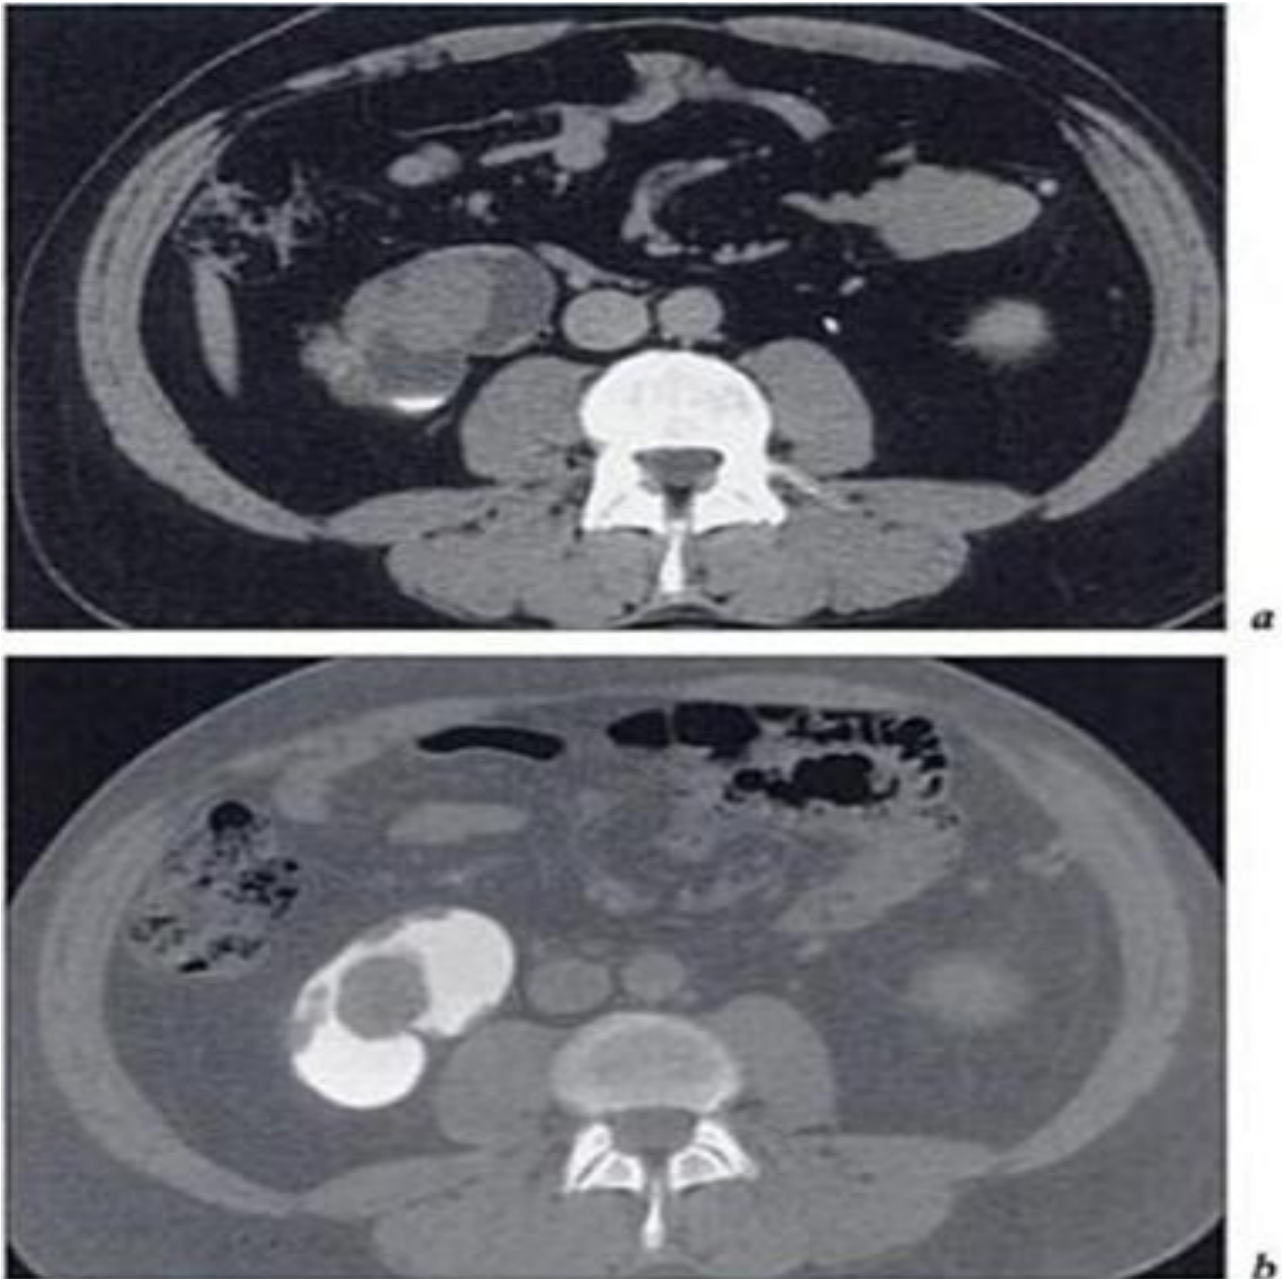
Tumeurs urothéliales multiples du bassinet droit. Coupe TDM après injection
